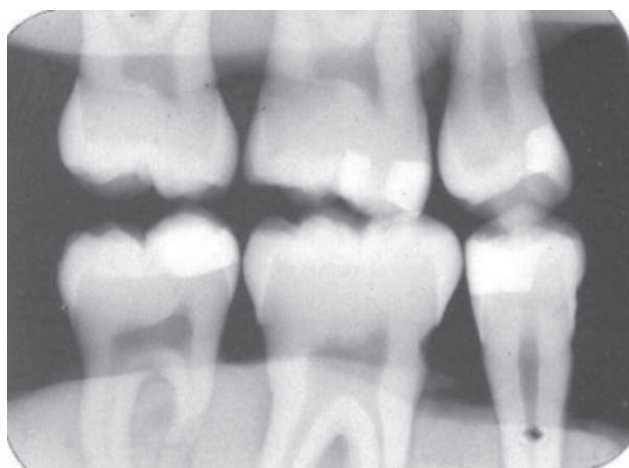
Radiografia interproximal dos dentes superiores e inferiores articulados
